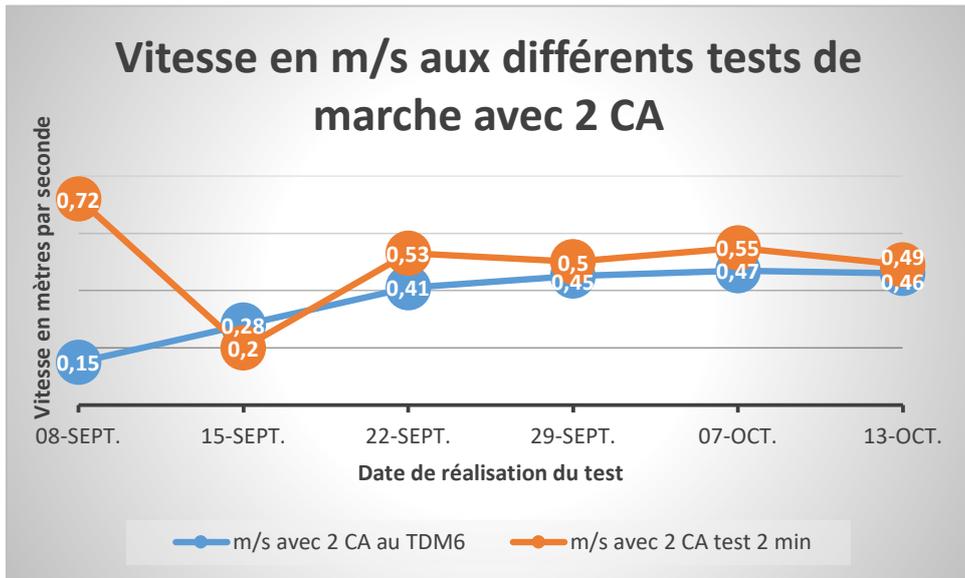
comparaison de la vitesse de marche entre le TDM6 et le TDM2 avec 2 CA
